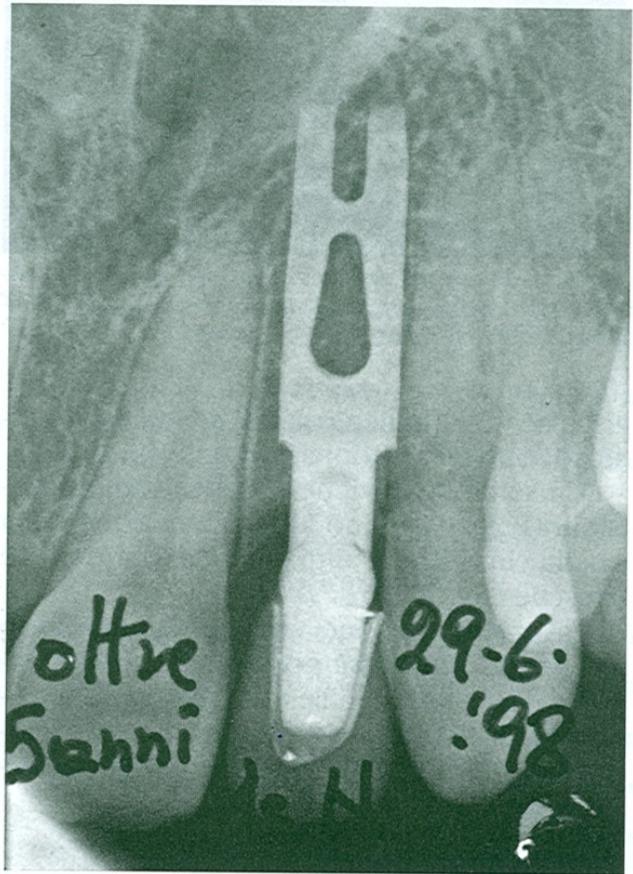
Radiografia endorale ad oltre 5 anni dall'intervento.
